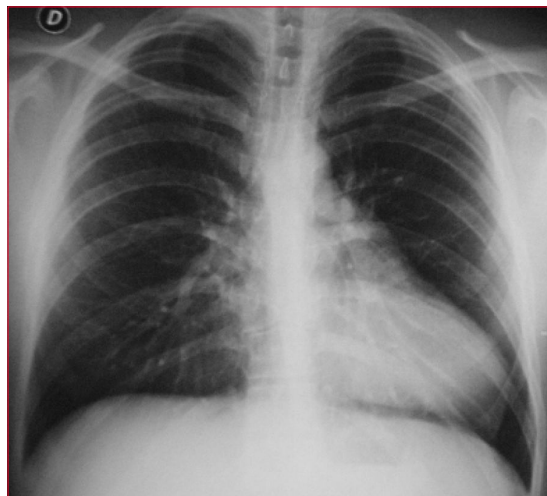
Radiografía de tórax anteroposterior.
